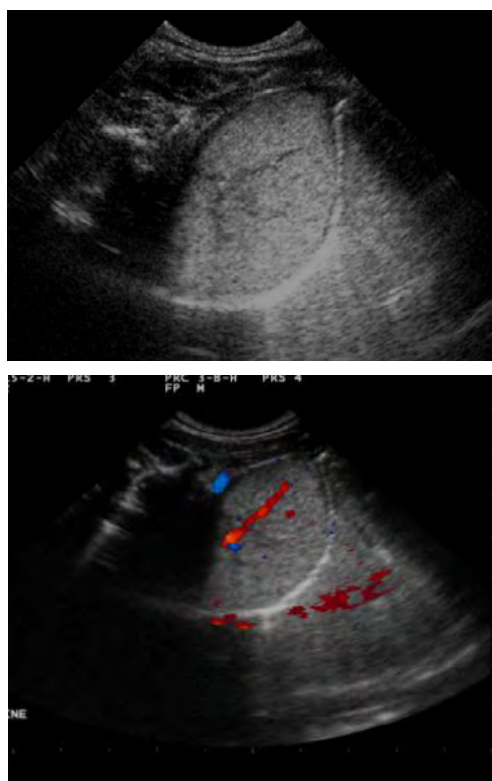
Clichés échographiques, formation hyperéchogène de la gouttière costo-vertébrale, vascularisée au doppler couleur
